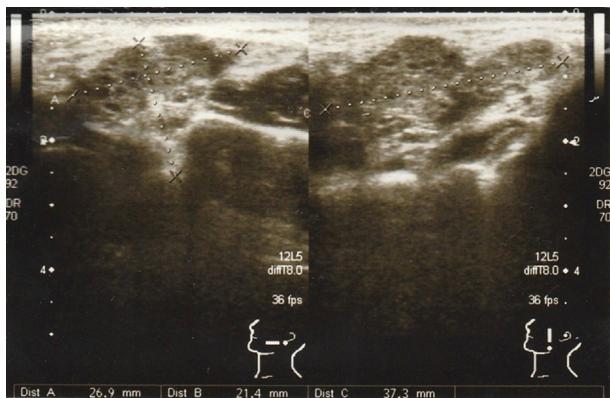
Ultrassonografia da face esquerda mostra uma massa de $26,9 \times 21,4 \times 37,3$ mm.
